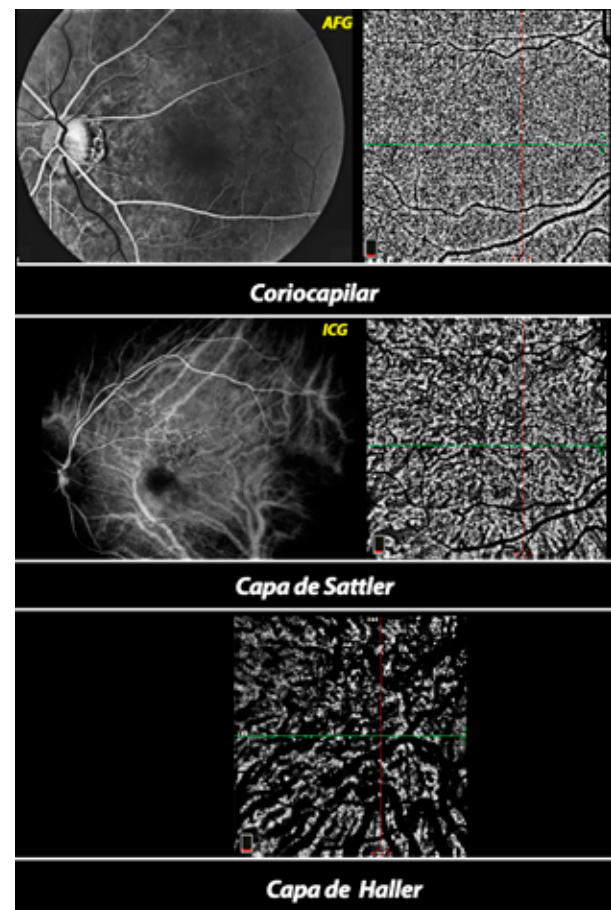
Angiografía con fluoresceína (AFG), Angiografía por verde de indocianina (ICG), Angiografía por tomografía de coherencia óptica (OCT-A). Vasos sanguíneos corioides a nivel de la Coriocapilar, de la Capa de Sattler y de la Capa de Haller.
